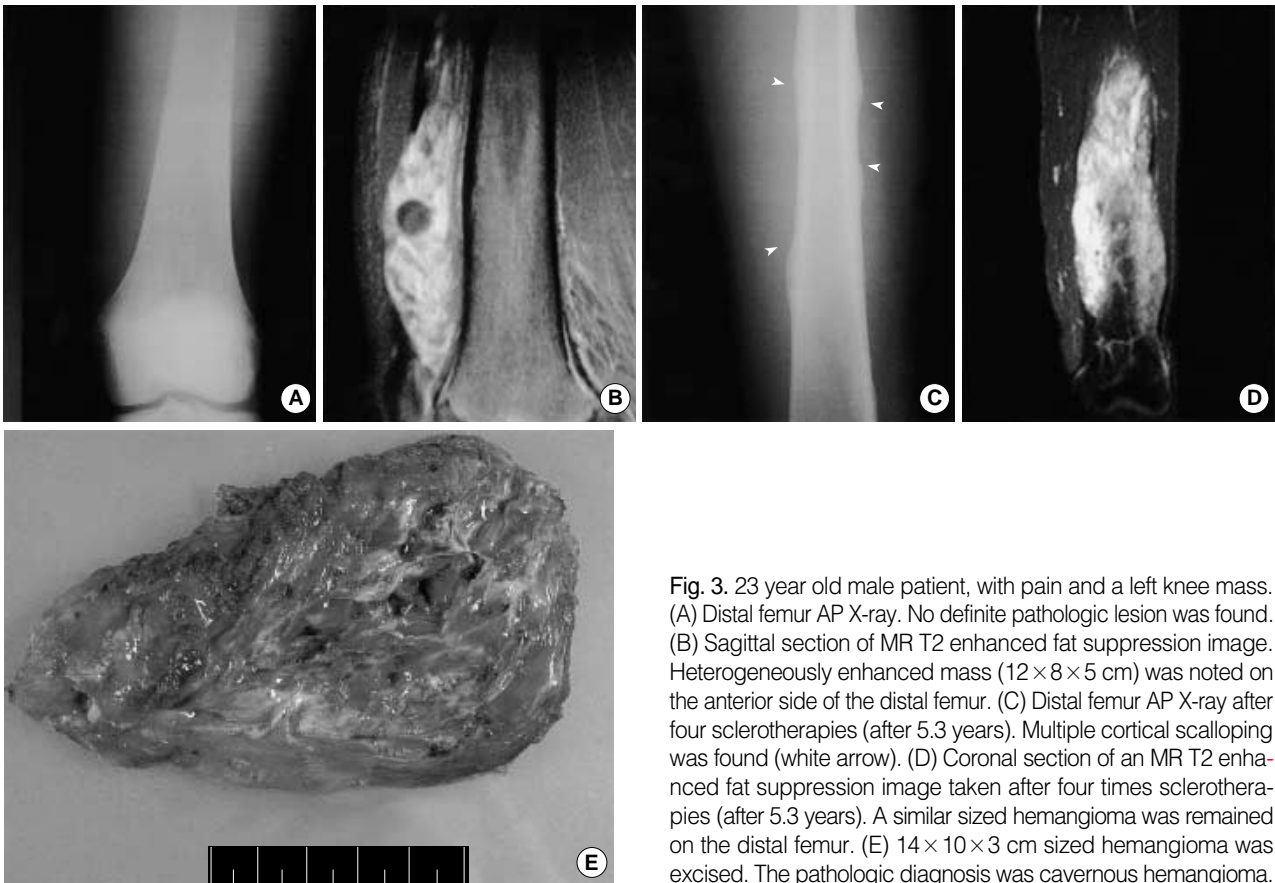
23 year old male patient, with pain and a left knee mass. (A) Distal femur AP X-ray. No definite pathologic lesion was found. (B) Sagittal section of MR T2 enhanced fat suppression image. Heterogeneously enhanced mass (12 × 8 × 5 cm) was noted on the anterior side of the distal femur. (C) Distal femur AP X-ray after four sclerotherapies (after 5.3 years). Multiple cortical scalloping was found (white arrow). (D) Coronal section of an MR T2 enhanced fat suppression image taken after four times sclerotherapies (after 5.3 years). A similar sized hemangioma was remained on the distal femur. (E) 14 × 10 × 3 cm sized hemangioma was excised. The pathologic diagnosis was cavernous hemangioma.
